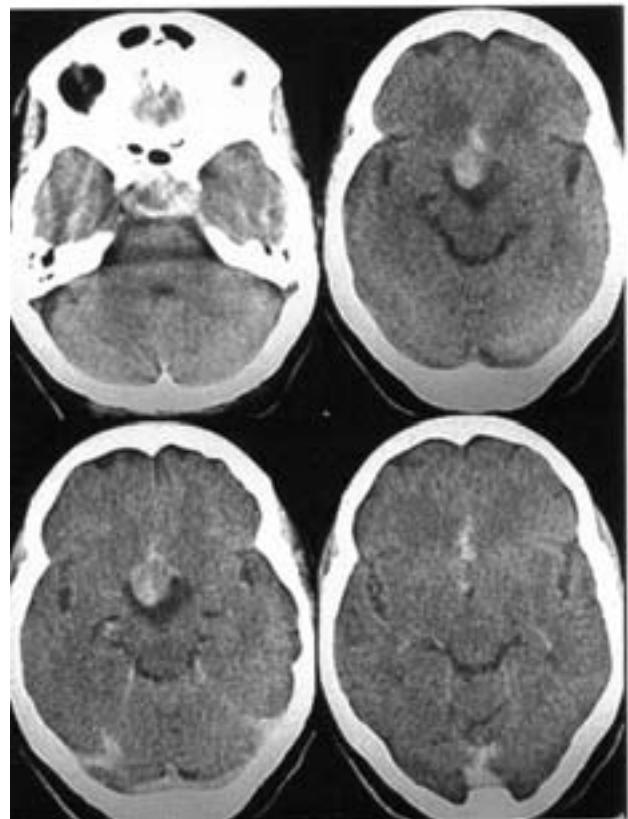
Necrosis hemorrágica tumoral. TC: tumor intra y supraselar hiperdenso, no capta contraste, vertido hemático en cisternas supraselares (caso 1).
